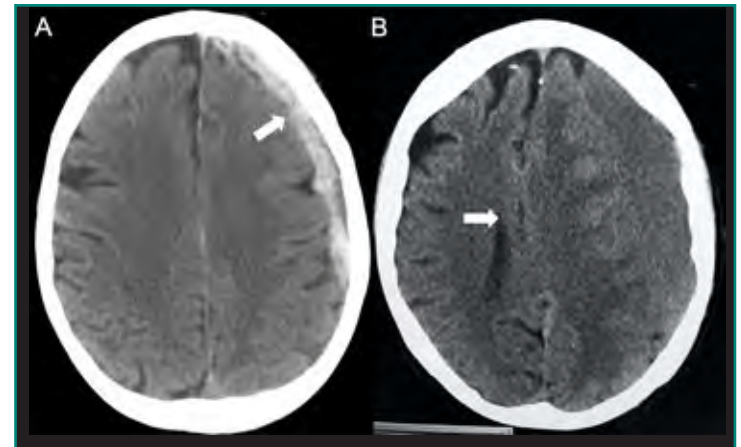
A: TC con ventana de cerebro donde se objetiva colección extraaxial frontoparietal izquierda, hiperdensa, con unidades Hounsfield entre 60 y 120, morfología cóncava, compatible con hematoma subdural agudo (flecha); B: TC craneal con ventana de partes blandas donde se objetiva colección extraaxial frontoparietal izquierda, isodensa en relación con la corteza gris cerebral (con unidades Hounsfield entre 30 y 60), morfología cóncava, en relación con hematoma subdural de cronología subaguda-antigua. En el presente caso, el volumen del hematoma es considerable, provocando efecto de masa sobre el parénquima cerebral subyacente (flecha).
